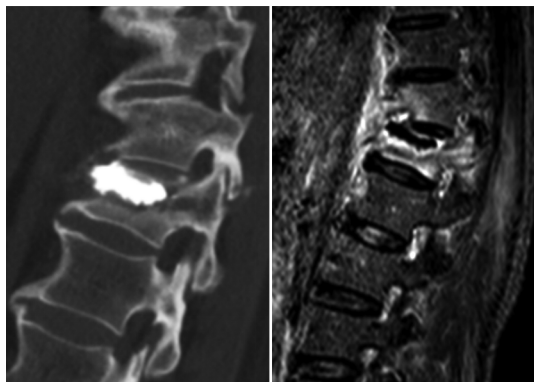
PVA 术后 2 周 CT 及 MR 示 T₁₂ 后柱结构(椎弓根、椎板)骨折
